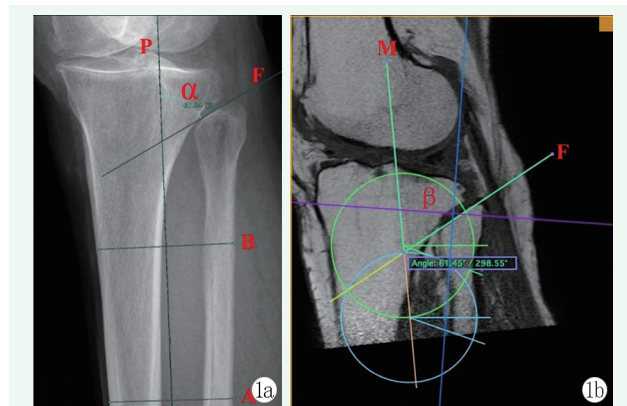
近端胫腓关节腓骨侧倾斜角测量。1a: X 线测量方法, 胫腓骨共同纵轴线 (P 线) 与近端胫腓关节腓骨关节面切线 (F 线) 的夹角为 α 角, X-FIA 为 90° 减去 α 角; 1b: MRI 测量方法, 胫腓骨共同纵轴线, 即双圆心连线 (M 线) 与近端胫腓关节腓骨关节面切线 (F 线) 的夹角为 β 角, M-FIA 为 90° 减去 β 角。
